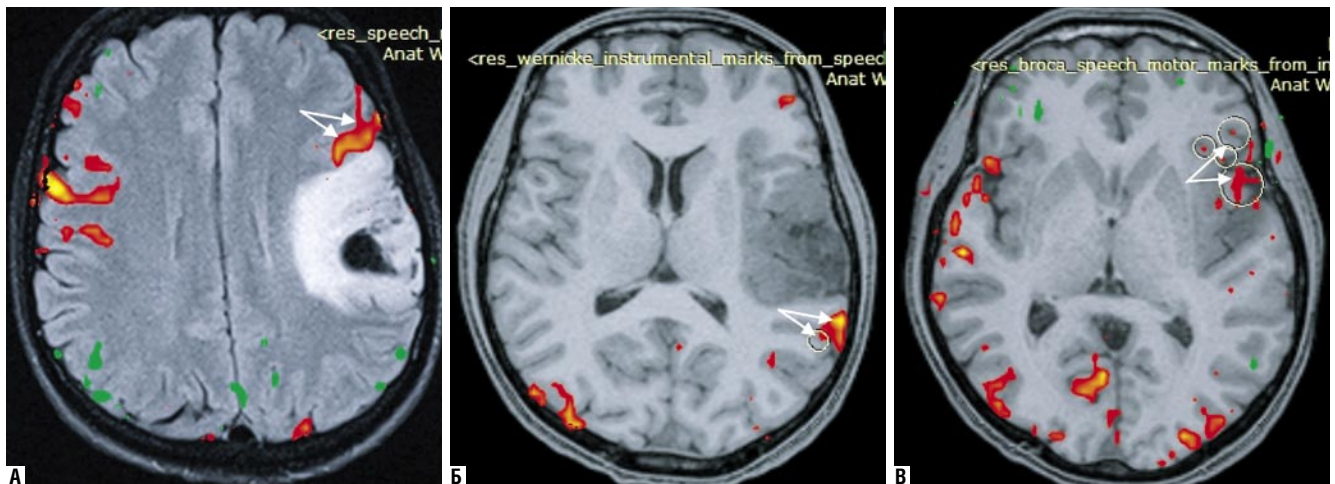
Функциональная МРТ головного мозга пациента, выполненная перед операцией: А – FLAIR изображение, аксиальная проекция, моторная кора обозначена белыми стрелками; Б – T1 взвешенное изображение, аксиальная проекция, зона Вернике обозначена белыми стрелками; В – T1 взвешенное изображение, аксиальная проекция, зона Брока обозначена белыми стрелками
